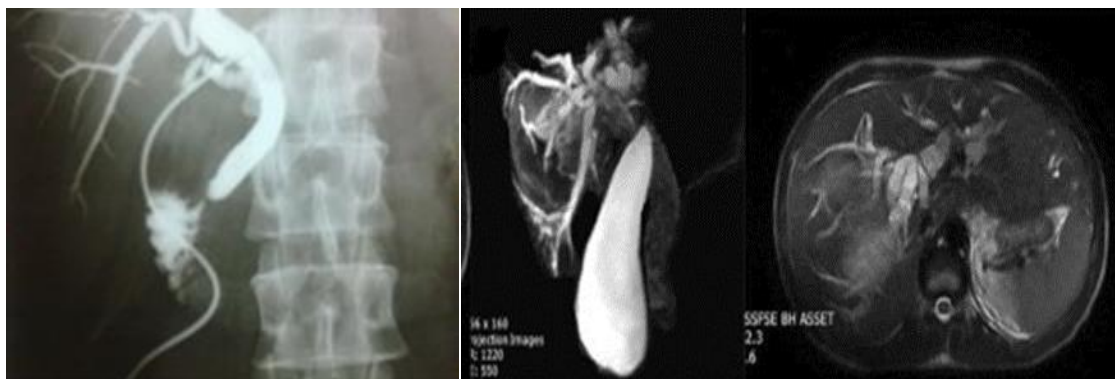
А - ЭРПХГ ретнген картина желчных ходов после прорыва. В – МРТ холангиография.
